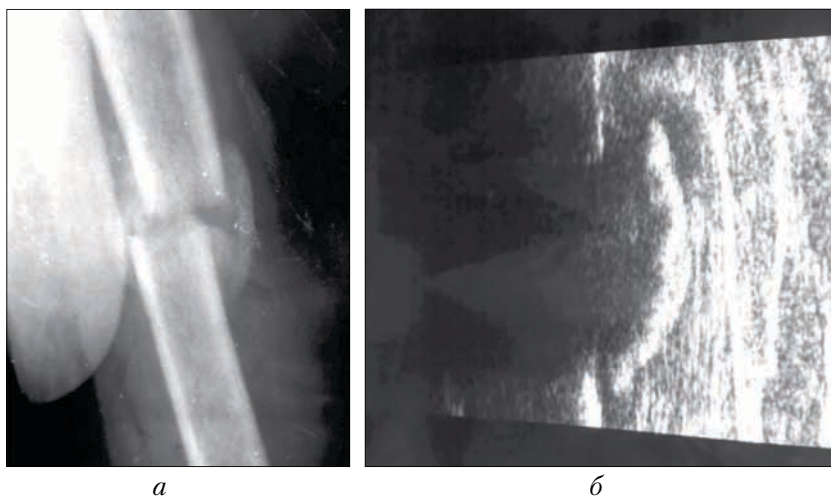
Рентгенограмма (а) и вид при ультразвуковом сканировании (б) зоны срастающегося перелома средней трети плечевой кости у больной Н., 68 лет, через 5 нед после травмы
